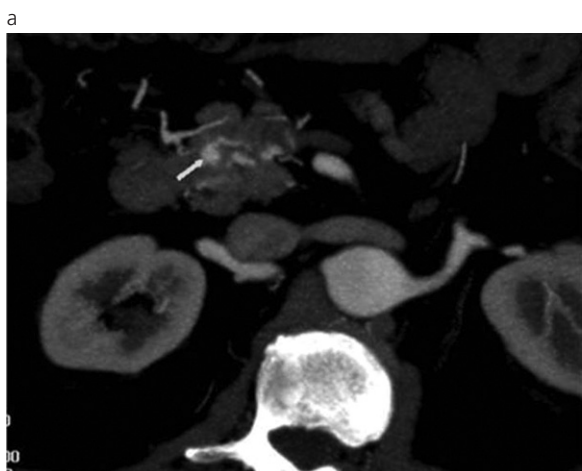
(a) Corte axial y (b) 3D de angio-TC abdominal, en fase arterial, que evidencia fístulas arteriovenosas pancreáticas en un paciente varón de 74 años de edad con diagnóstico de THH (flechas).
